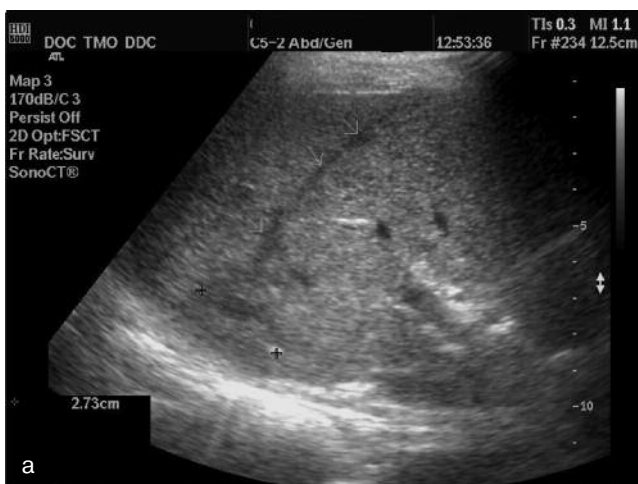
7-е сутки после установки дренажа в АП, эффективное дренирование, клинически улучшение: а – УЗ-изображение, дренаж не определяется, визуализируется остаточная полость диаметром 1 см и зона инфильтрации 2,7 см; б-г – КТ-изображение, контроль локализации и конфигурации дренажа
